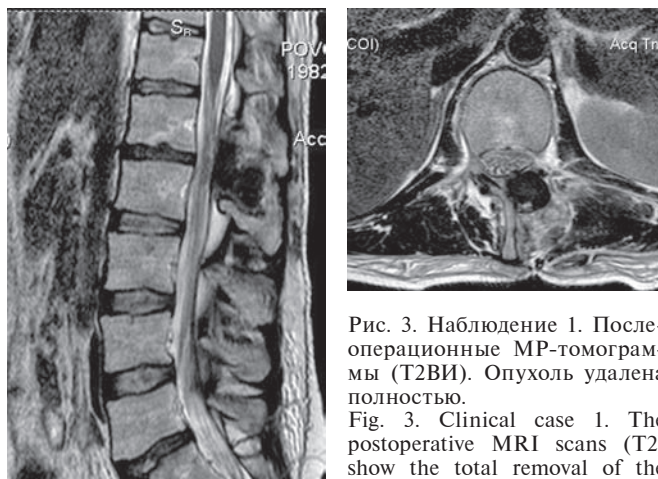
Наблюдение 1. Послеоперационные МР-томограммы (Т2ВИ). Опухоль удалена полностью.
